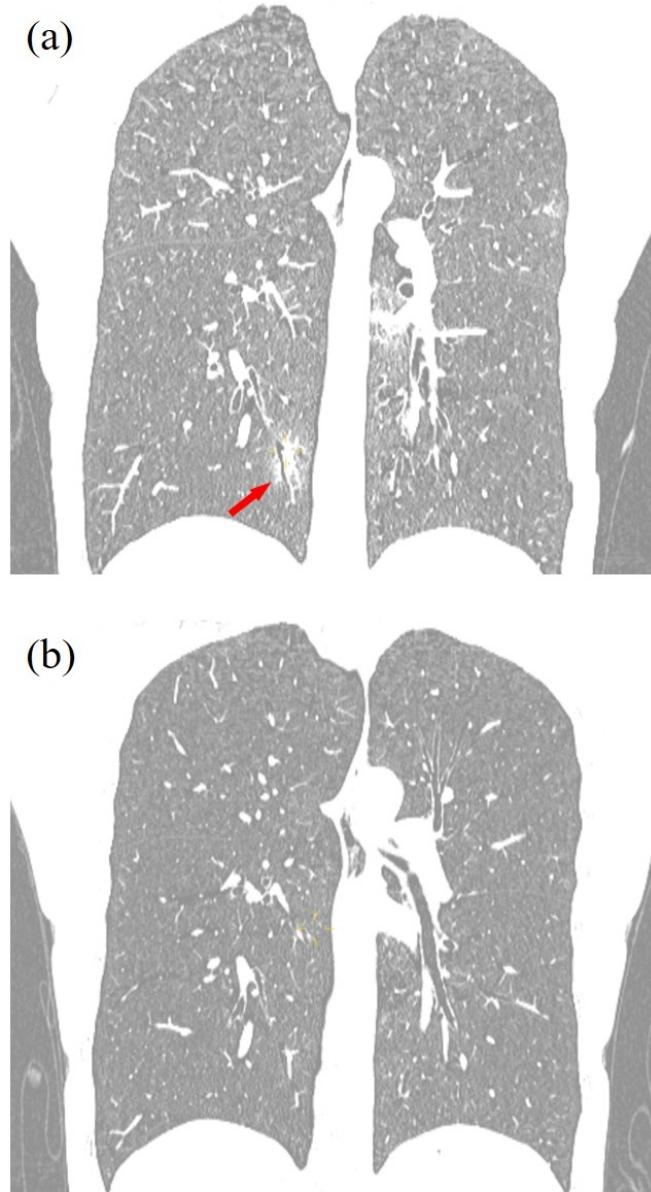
Figura complementaria 1. La tomografía computarizada del tórax de un paciente masculino de COVID-19 de 41 años. (a) la última TC de tórax antes del alta. La bronquiectasia se mostró en consolidación (flecha roja). (b) la TC de tórax cuatro semanas después La descarga. Tanto la bronquiectasia como la consolidación se recuperaron.
